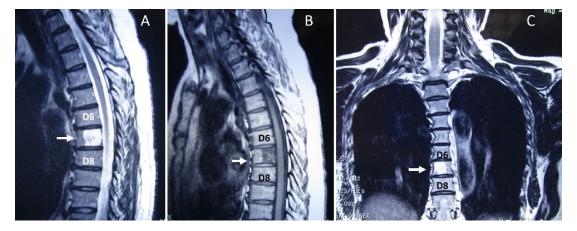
Imágenes de resonancia magnética de columna dorsal, (A) ponderada en T2, (B) ponderada en T1, ambas en corte sagital mostrando hemangioma vertebral de D7 (flechas); en (c) corte coronal mostrando localización central derecha.
